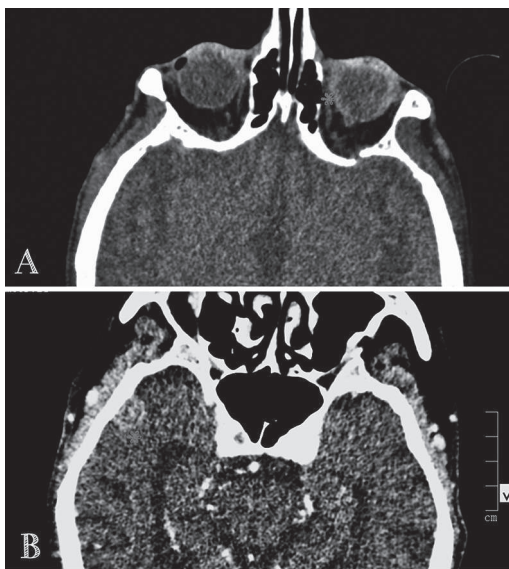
(A) TAC de órbitas con contraste en el que se aprecia engrosamiento y captación por parte de la esclera en la zona nasal sugestiva de masa intraocular. (B) TAC craneal con contraste donde existe una pequeña masa temporal con implantación meníngea sugestiva de metástasis intracraneal.
